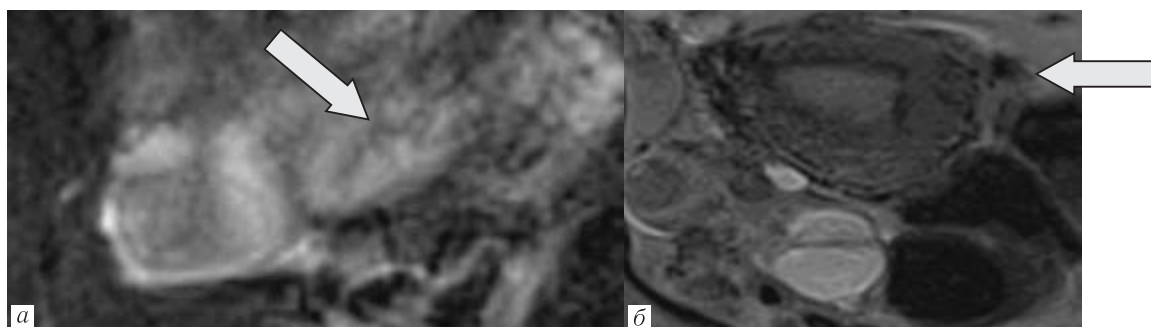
a* — МР-паттерн ГС «белая труба». Пациентка Ч., 28 лет. Беременность неустановленной локализации 6,5 недель. МРТ органов малого таза. На Т2-ВИ в корональной проекции определяется однородной структуры гематосальпинкс справа — МР-паттерн 4 (стрелка); *б* — «нерасширенная труба». Пациентка Б., 32 года. Предполагаемый срок беременности 6,5 недель. МРТ органов малого таза. Т2-ВИ, аксиальная проекция. МР-паттерн 5 (стрелка)
